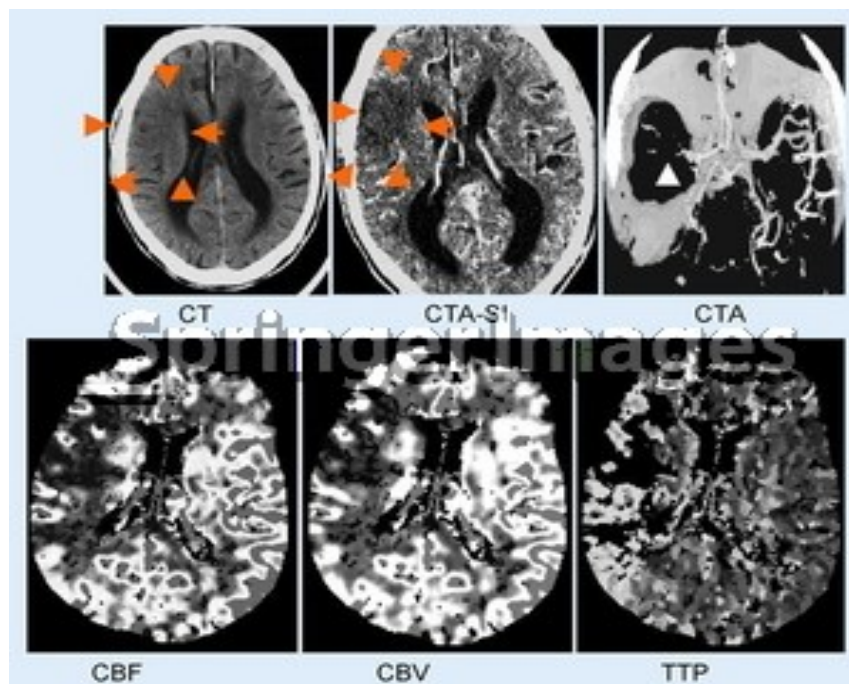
Im CT und den Quellbildern der CTA (Pfeile) ist eine leichte Hypodensität zu sehen. Die CTA zeigt einen Mediahauptstammverschluss (Pfeilkopf). Auf den Perfusionsbildern zeigt sich das perfusionsgestörte Areal deutlich größer als der Infarktkern (Mismatch) (33).
